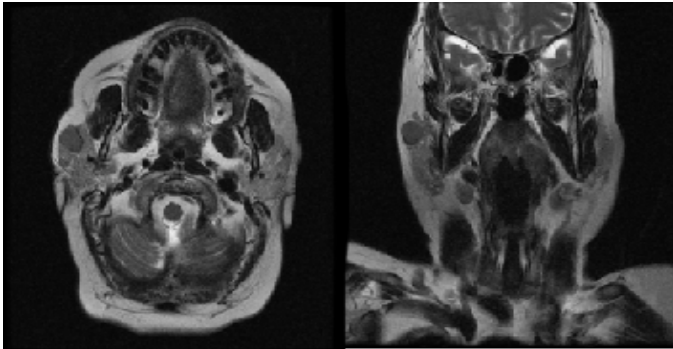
RM, corte axial y coronal
